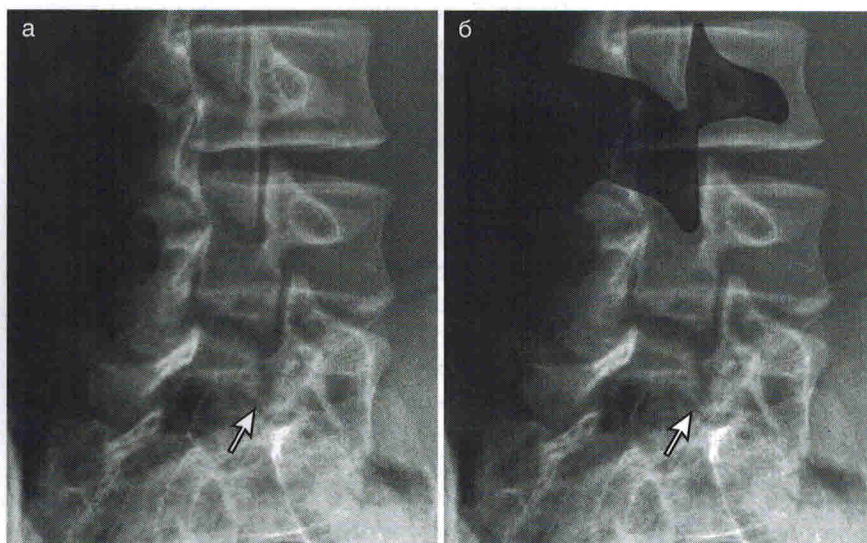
Рентген поясничного позвонка в косой проекции с признаками спондилолиза (а) отмечена межпозвонковая часть, расположенная между верхней и нижней суставной поверхностями позвонковой пластинки и ножки. (б) Отмечена шейка «терьера» на рентгенограмме в косой проекции (Grierson M.J., Speckman R., Olson M.A., Herring S.A. *Stress fractures in athletes, Stress fractures of the spine*, 2014. P. 83–99, с разрешения издательства Springer)
